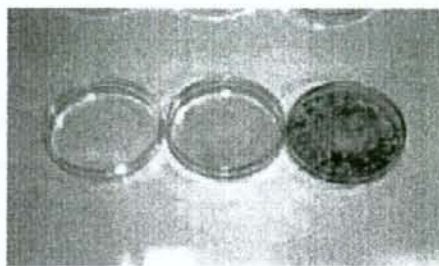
Osteogenesis of rMSCs labeled with the novel MRI imaging agent.
